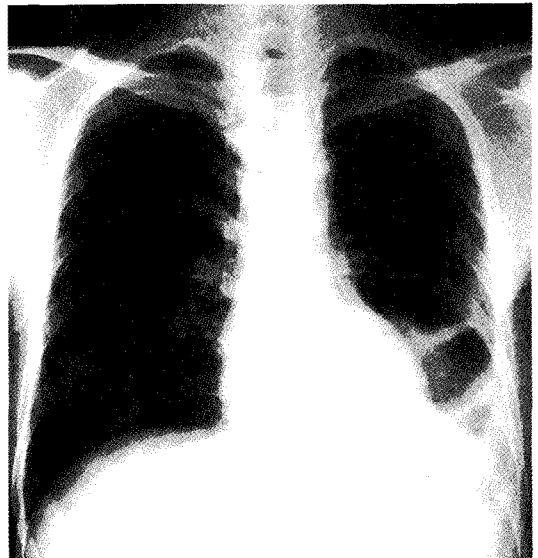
Chest radiograph showed left side pleural effusions.
